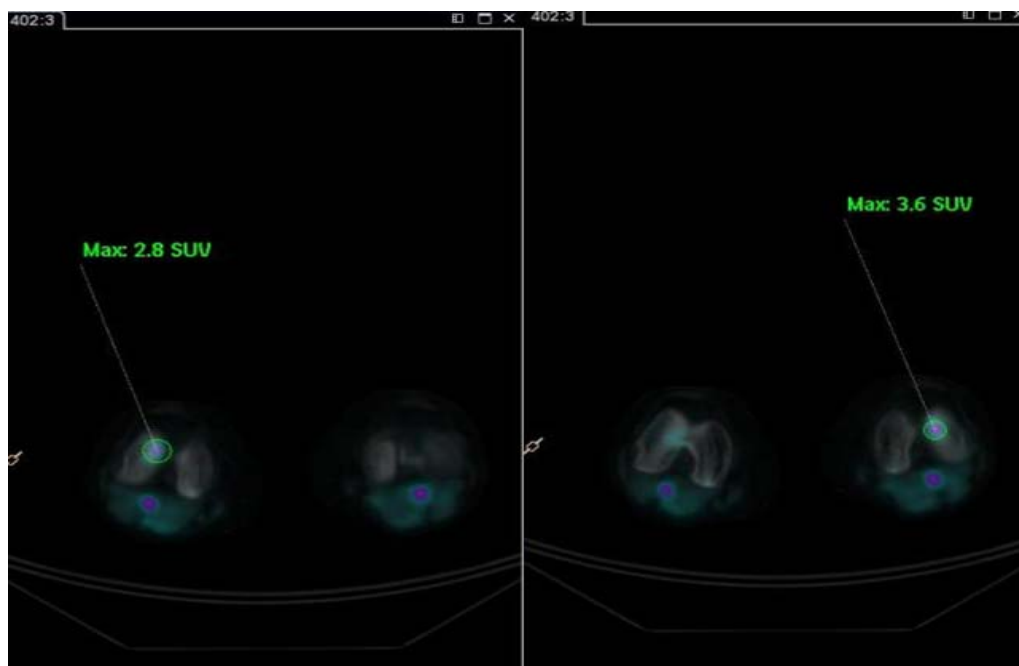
PET/CT com NaF- ^{18}F , lesão em joelhos – Paciente com Hiperplasia condilar direita com SUV de 2.8 e hiperplasia condilar esquerda com SUV de 3.6.
